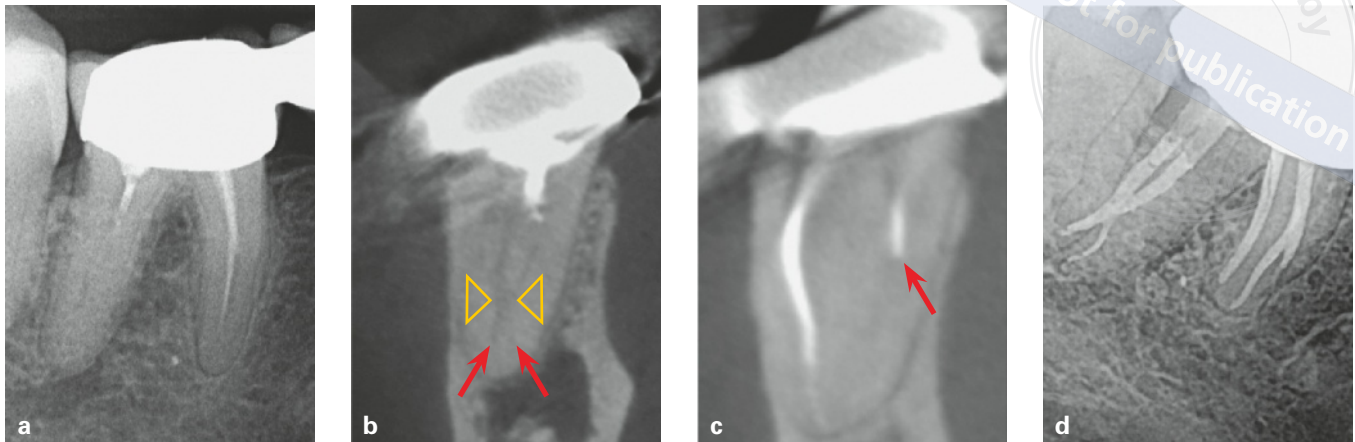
bis d Ausgangsröntgenaufnahme von Zahn 47 mit persistierenden Schmerzen nach abgeschlossener Wurzelkanalbehandlung. Die Wurzelkanäle sind unvollständig gefüllt und erscheinen vollständig obliteriert. Es besteht der Verdacht auf eine apikale Aufhellung an der distalen Wurzel (a). Digitale Volumentomografie (DVT)-Aufnahme der distalen Wurzel in frontaler Projektionsebene: Eine apikale Aufhellung ist nicht nachweisbar. Zwei konfluierende und erneut divergierende Wurzelkanäle (Typ VI nach Vertucci) sind erkennbar (b). DVT-Aufnahme der mesialen Wurzel in frontaler Ebene. Mesiobukkal ist ein mehrfach gekrümmter, teilweise gefüllter Wurzelkanal, lingual ein lediglich im koronalen Wurzeldrittel gefüllter Wurzelkanal mit Stufen sichtbar (c, s. Pfeil). Mit den Informationen aus der DVT lässt sich unter dem Mikroskop das Wurzelkanalsystem vollständig erweitern und verschließen (d).
